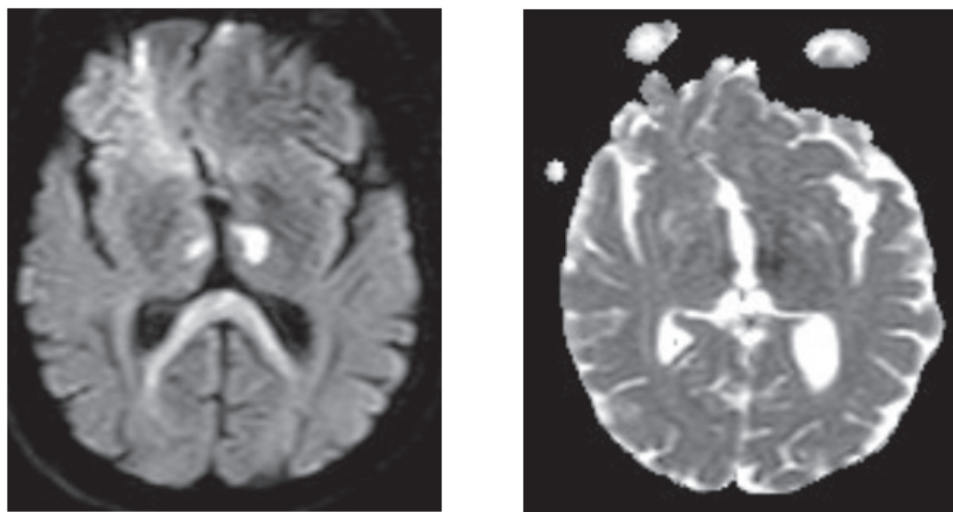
Imagen de resonancia magnética cerebral con secuencias de difusión y mapas ADC, donde se muestra restricción de la señal de agua con representación en mapas ADC en la región talámica paramediana correspondiente a un infarto agudo (A-B).
